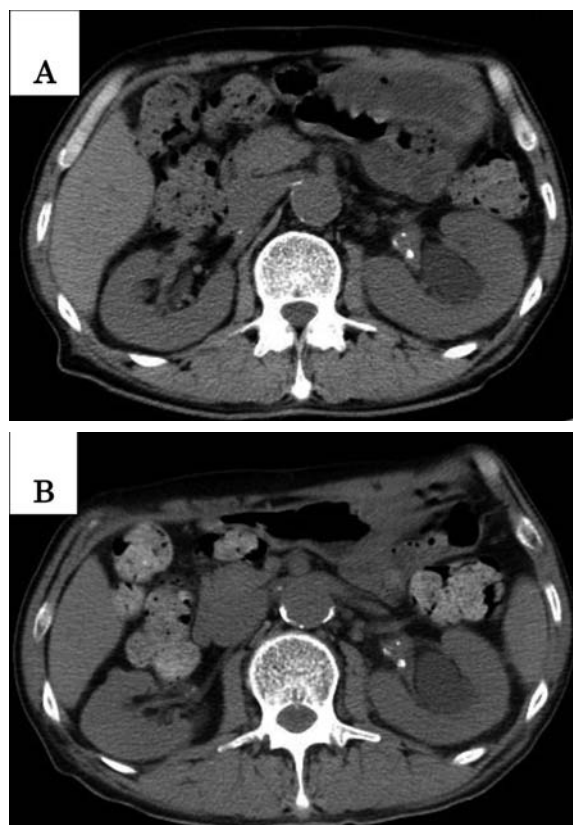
Postoperative CT showed left hydronephrosis (A: POD 1M, B: POD 2M).
